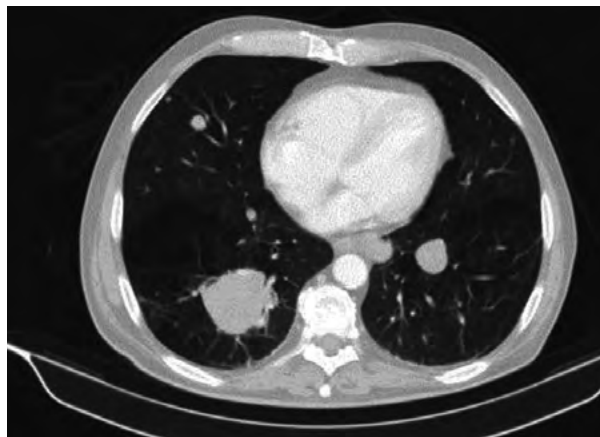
Tomografía axial computarizada (TAC) que muestra la extendida progresión pulmonar en pocos meses
